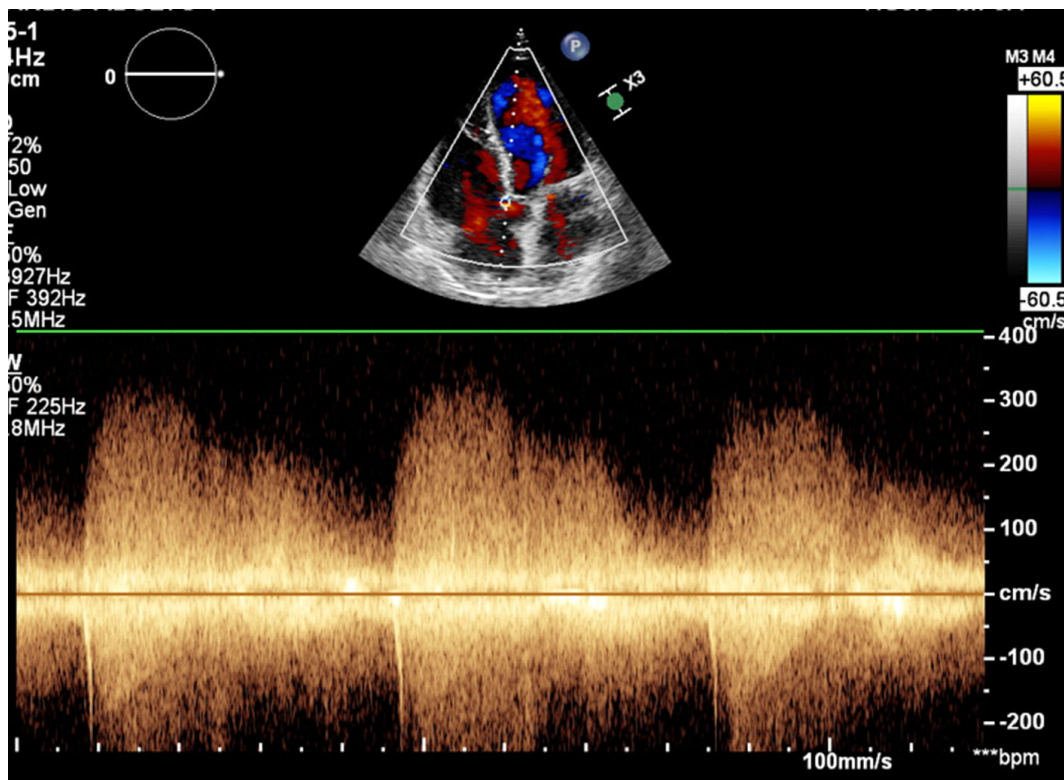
Fluxo da fistula pelo Doppler contínuo.
